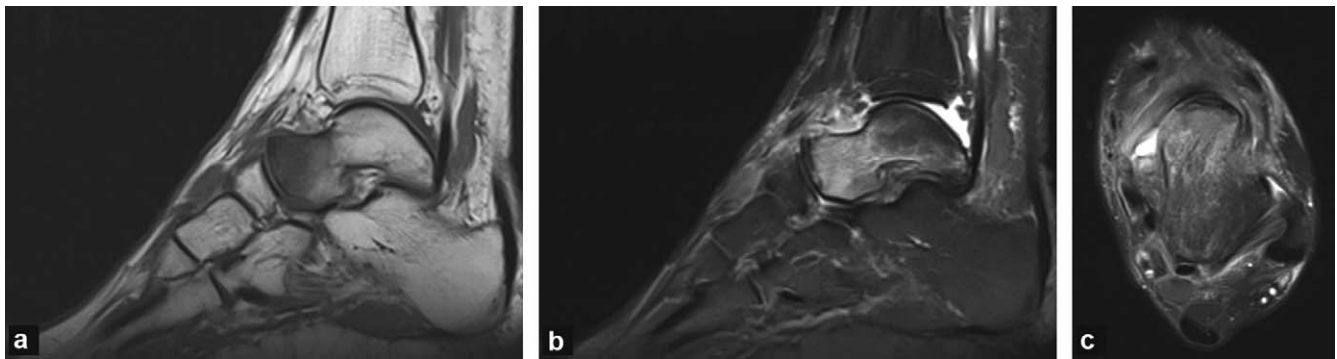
Fracture de fatigue de la tête du talus. a : IRM, image sagittale T1 ; b : IRM, image sagittale en densité de protons avec saturation du signal de la graisse ; c : IRM, image axiale en densité de protons avec saturation du signal de la graisse. La fracture est visible sous forme d'une image linéaire en hyposignal T1 sous-chondrale parallèle à la surface articulaire talo-naviculaire. Œdème périlésionnel osseux et des tissus mous.
